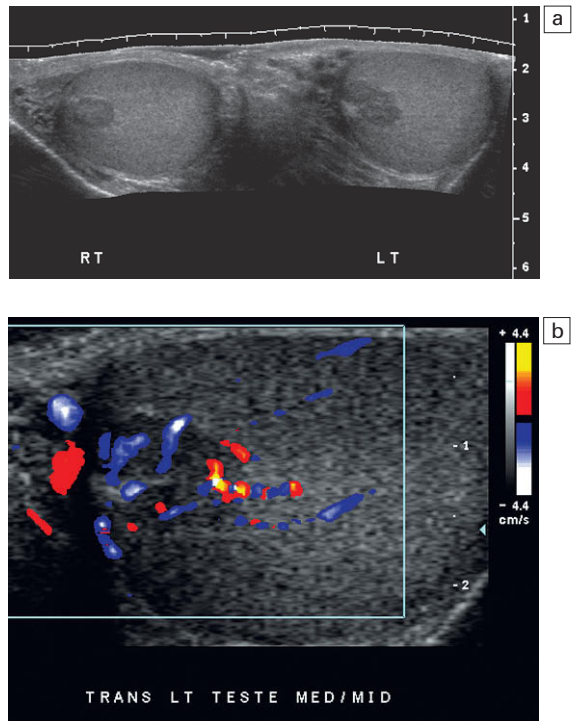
a) Proyección panorámica transversal de ambos testículos. Se identifican masas hipoeocicas adyacentes al mediastino de ambos testículos. b) La imagen con Doppler color de la masa paramediastínica izquierda muestra hiperemia. Se observa que los vasos sanguíneos atraviesan esta región. El paciente tenía una historia conocida de hiperplasia suprarrenal congénita y estos hallazgos representan restos benignos de tejido suprarrenal.
